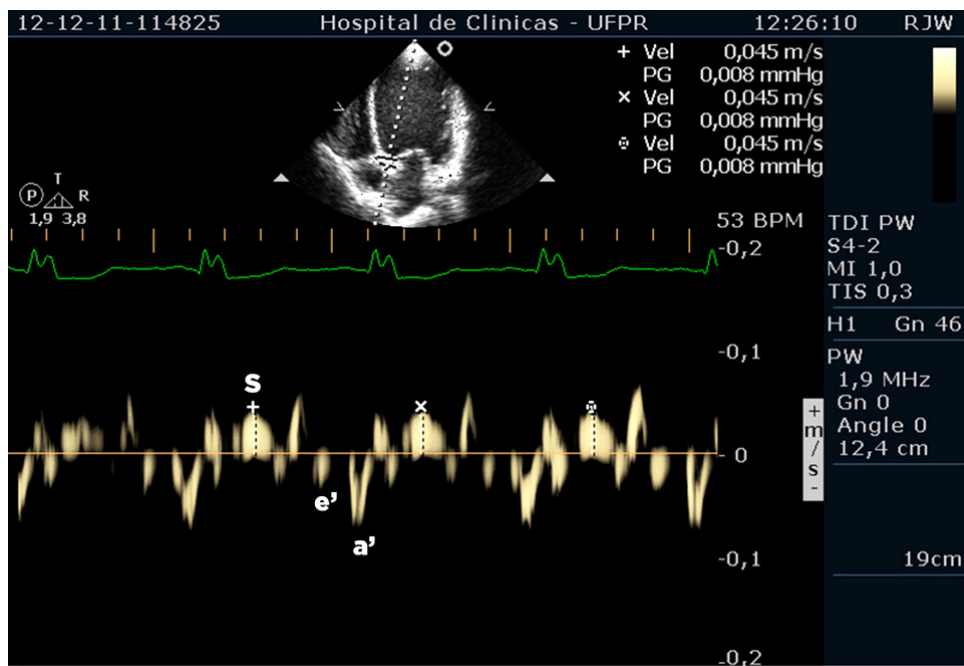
Doppler tecidual com o volume de amostra posicionado no plano do anel valvar mitral, na parede septal. S: onda sistólica; e': onda da diástole precoce; a': onda da sístole atrial.
